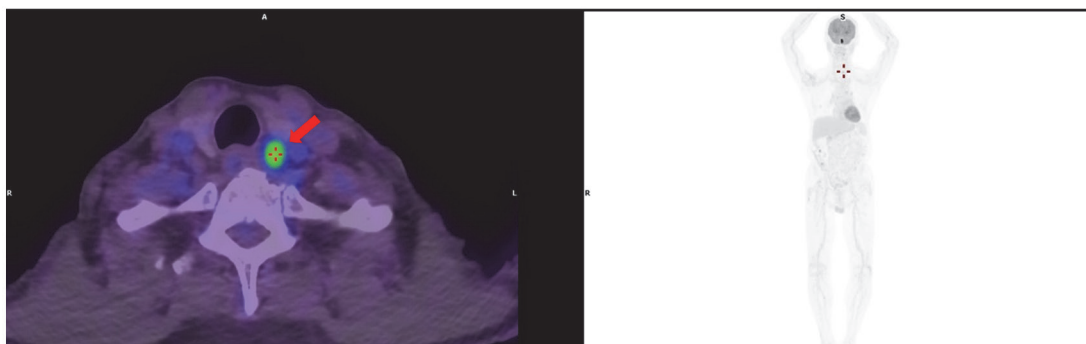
在正子斷層造影中，發現左側副甲狀腺對 18F-FDG 葡萄糖有異常活性吸收。
